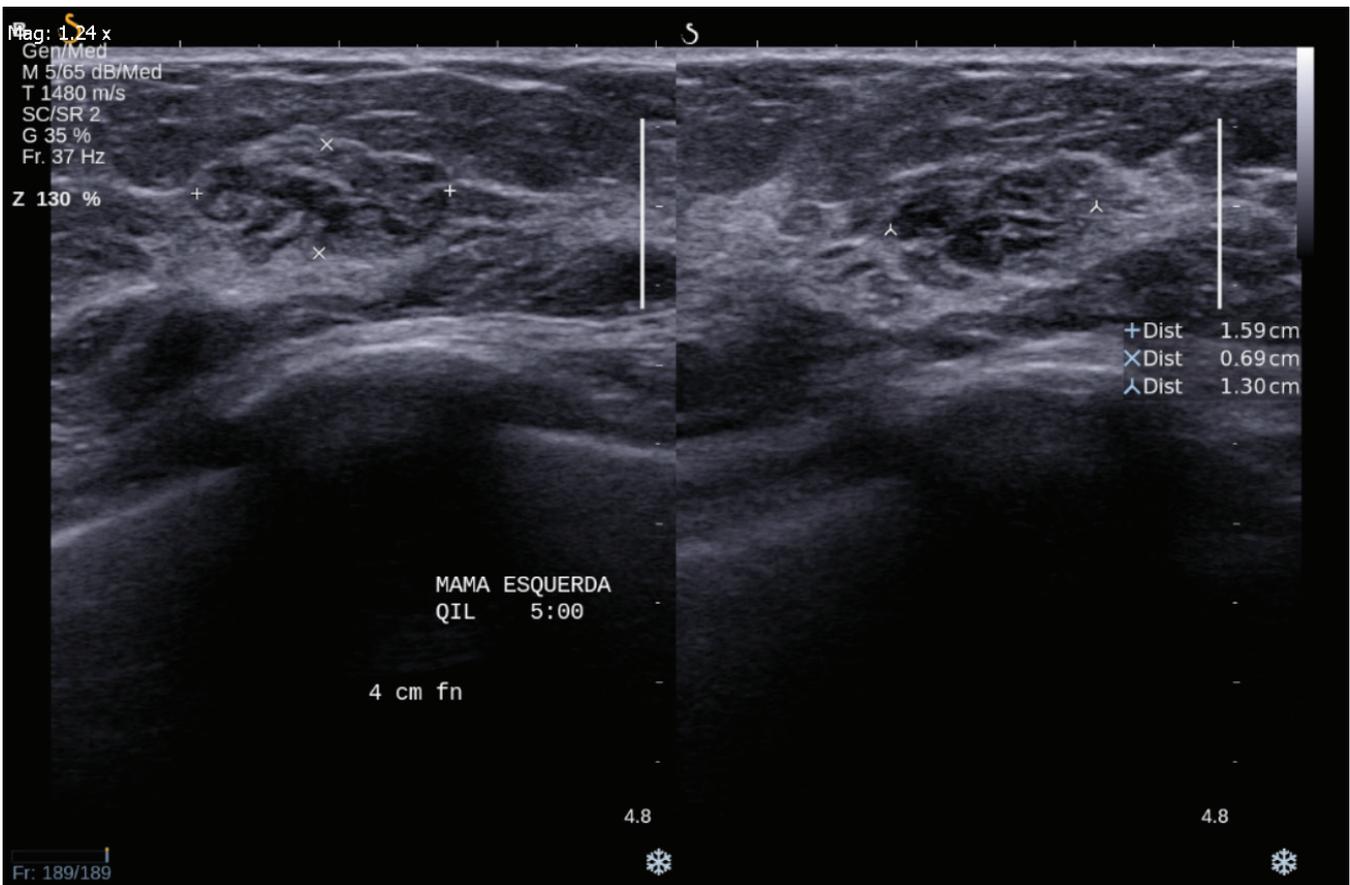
Ultrassonografia mostrou um aglomerado de ductos dilatados
